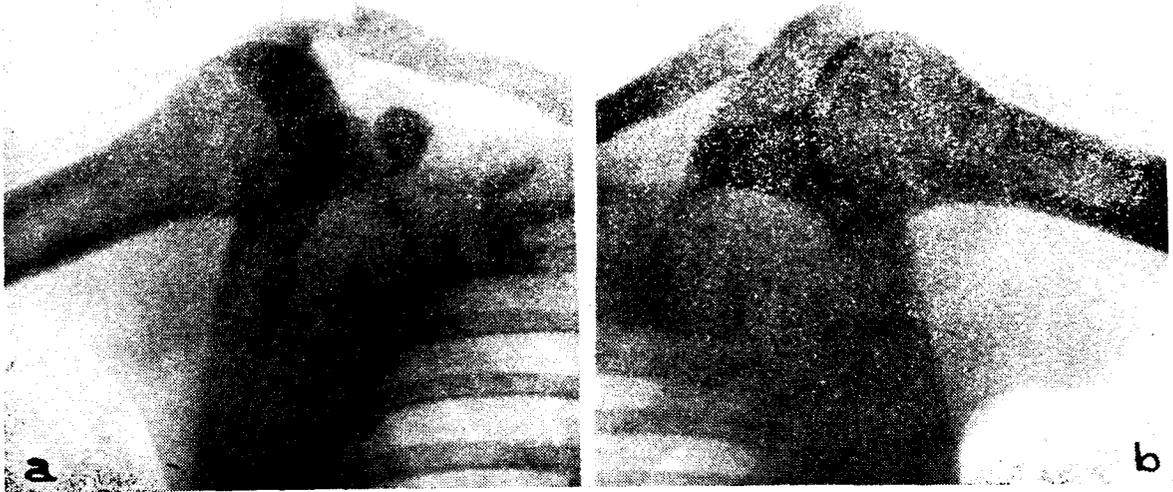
a Radiografía correspondiente al lado sano. b Radiografía correspondiente al lado lesionado.
